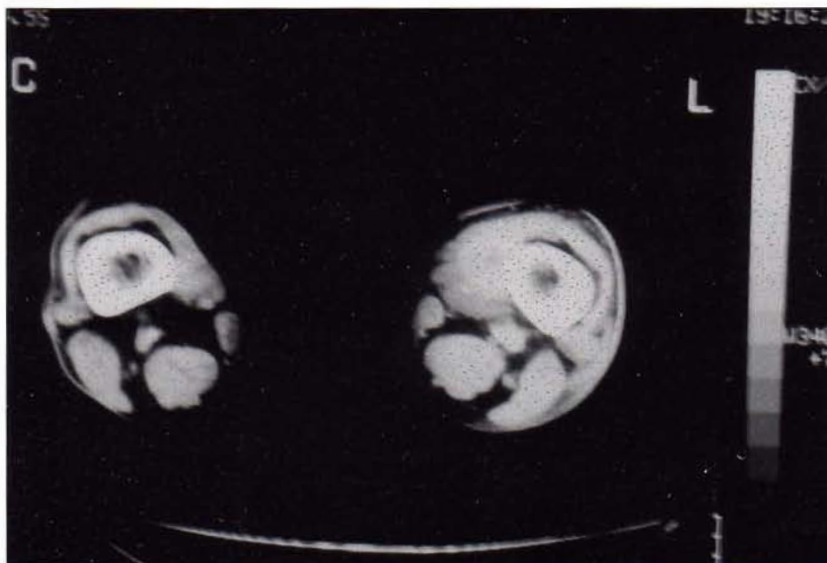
TAC muslo: Prótesis de Dacron con líquido y gas a su alrededor.
